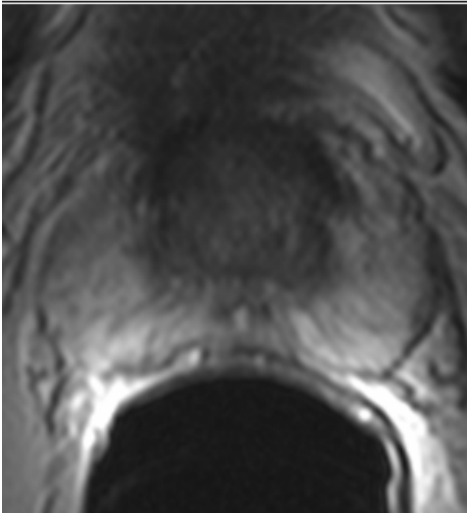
Axiales T2-gewichtetes MRT-Bild der Prostata: Basis.
